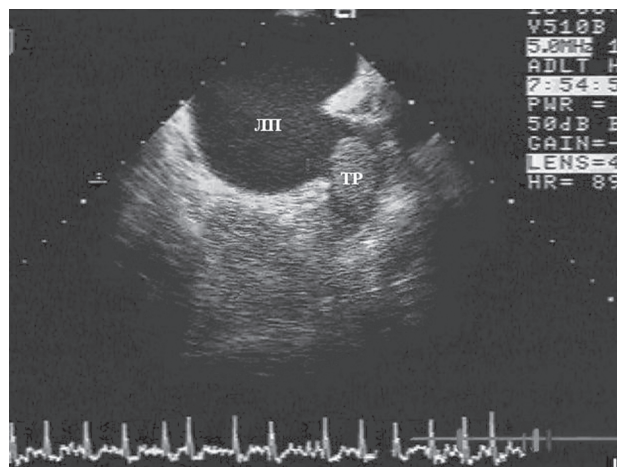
Чреспищеводная эхокардиография. Тромб в ушке левого предсердия. ЛП – левое предсердие, ТР – тромб
